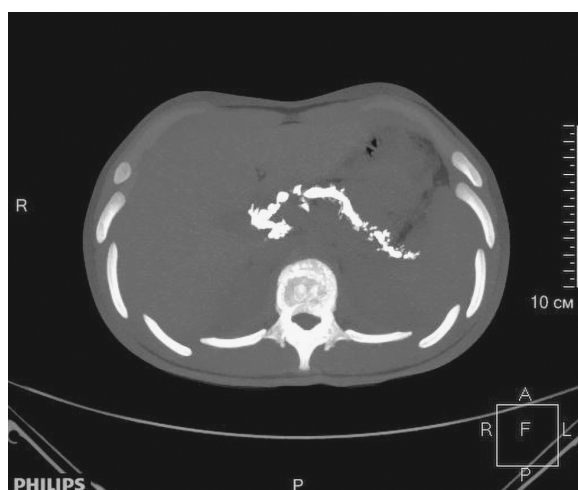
Кальцинаты в проекции протоковой системы поджелудочной железы у пациентки с хроническим панкреатитом на МСКТ органов брюшной полости
